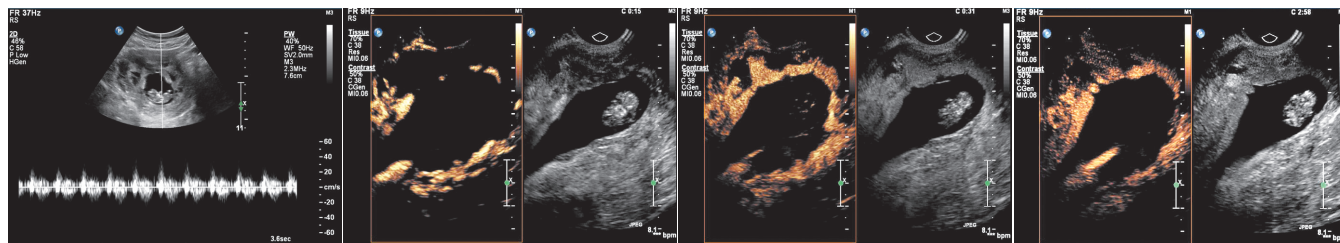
经腹二维超声示孕囊内见胎芽回声, 可见胎心搏动
